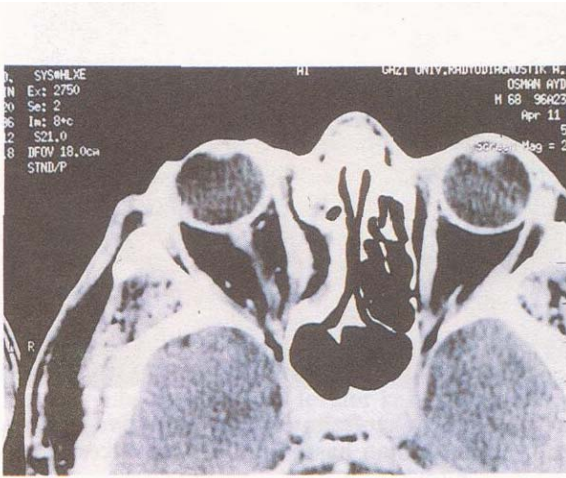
Hastanın preop. CT'si (Üst rektus kasındaki hiperofi çok belirgin)
